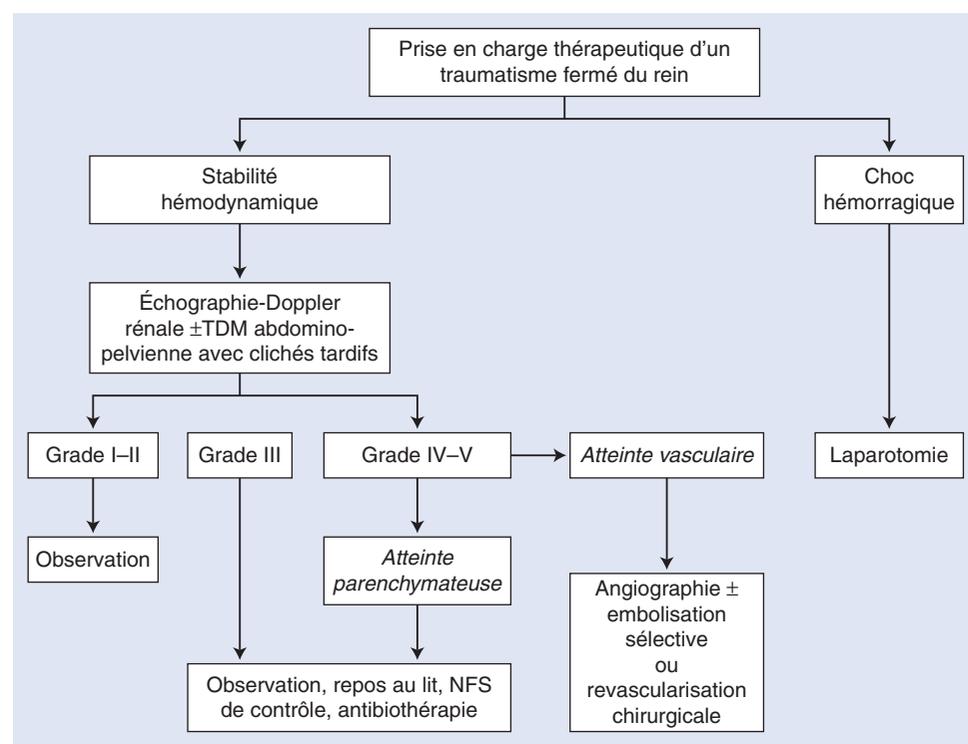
Arbre décisionnel. Prise en charge thérapeutique d'un traumatisme fermé du rein. TDM : tomodensitométrie ; NFS : numération formule sanguine.
